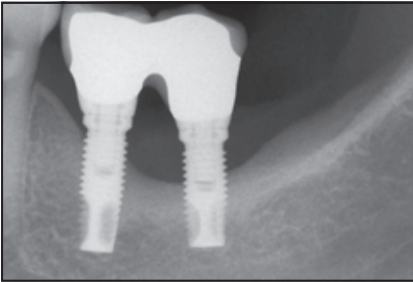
Präoperative periapikale Röntgenaufnahme. Hauptsymptom: rezidivierende akute Abszesse.
